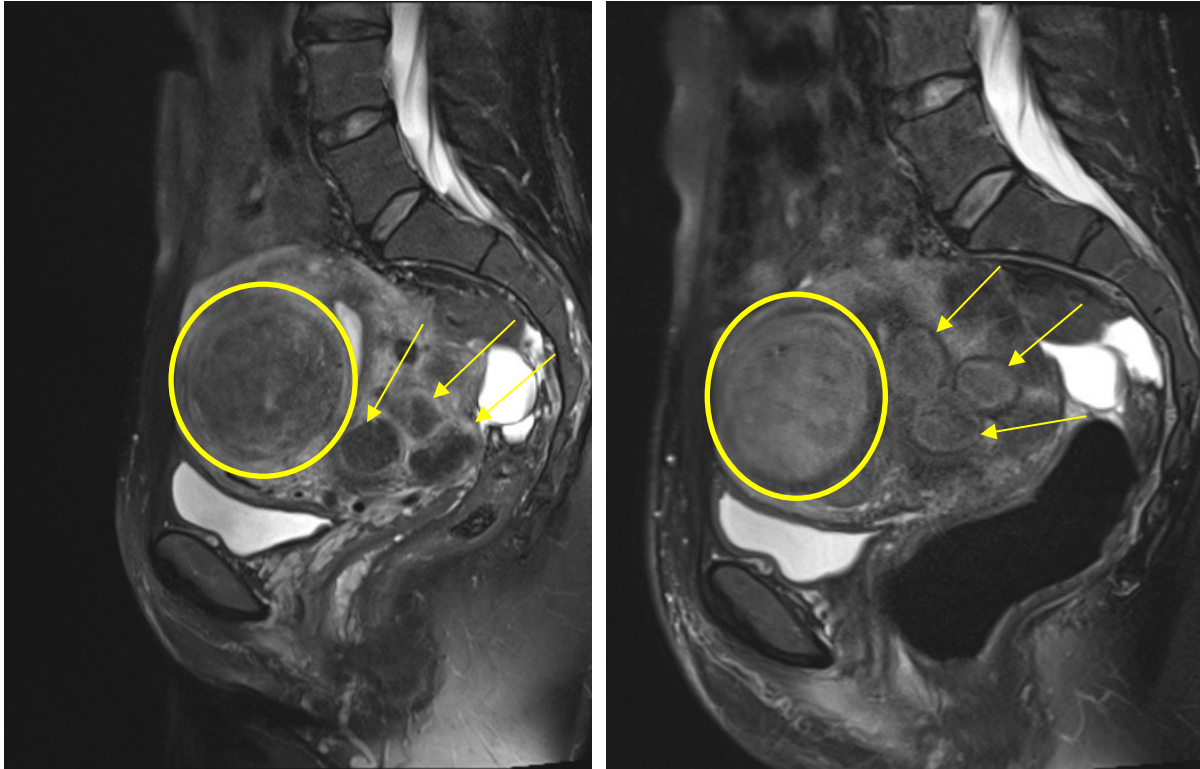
Sagittale fettsaturierte T2 TSE MRT-Sequenz einer Patientin 10 Tage vor (links) und ein Tag nach Uterusmyomembolisation (rechts). Es zeigt sich ein großes Myom, das nach ventral gewachsen ist (Kreis), sowie mindestens drei weitere Myome im dorsalen Teil des Uterus (Pfeile). Nach dem Eingriff zeigen die Myome höhere Signalintensitäten. (Quelle: Institut für Klinische Radiologie und Nuklearmedizin der Universitätsmedizin Mannheim)
